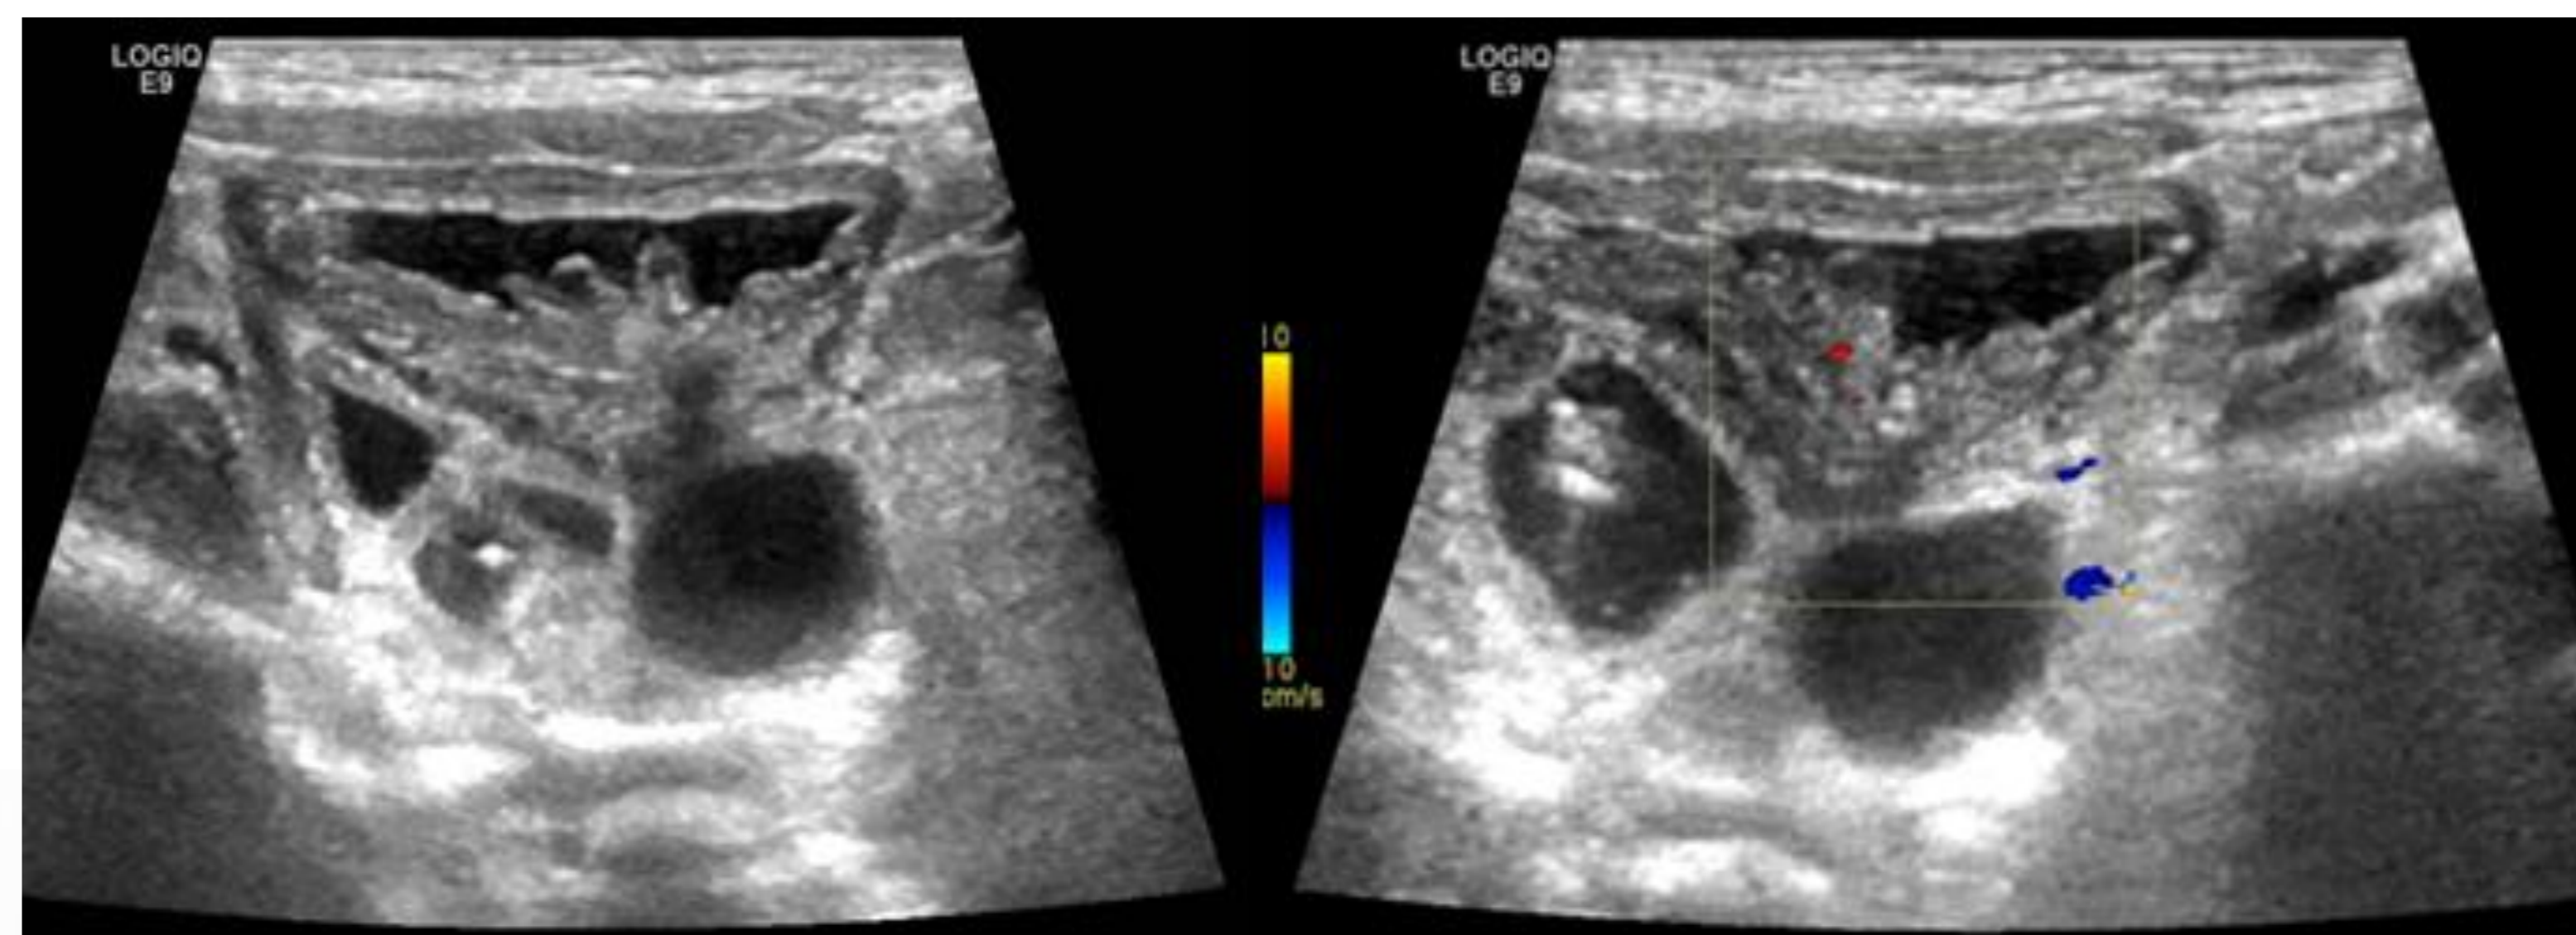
Ecografía: engrosamiento focal e hipervascularizado de la pared posterior vesical
